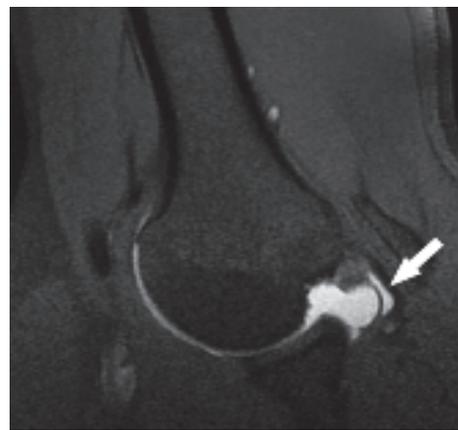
Immagine artro-RM SE-T1 pesata con soppressione del segnale del grasso in posizione ABER che dimostra chiaramente l'estensione della componente orizzontale di una rottura parziale del versante articolare del tendine del sovraspinato (freccia).
